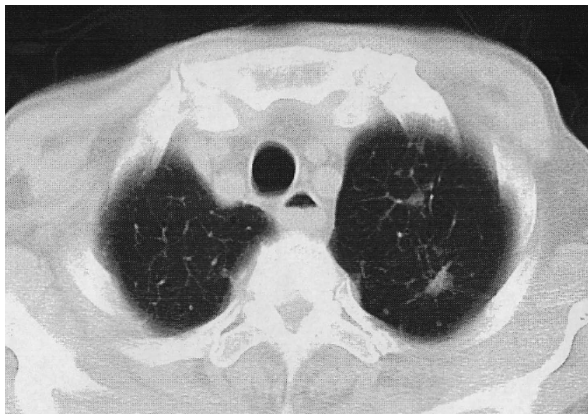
CT scan revealed a few of diffuse military calcifications and some retracted shadows in bilateral fields of lung. That suggested the past infection of tuberculosis.
